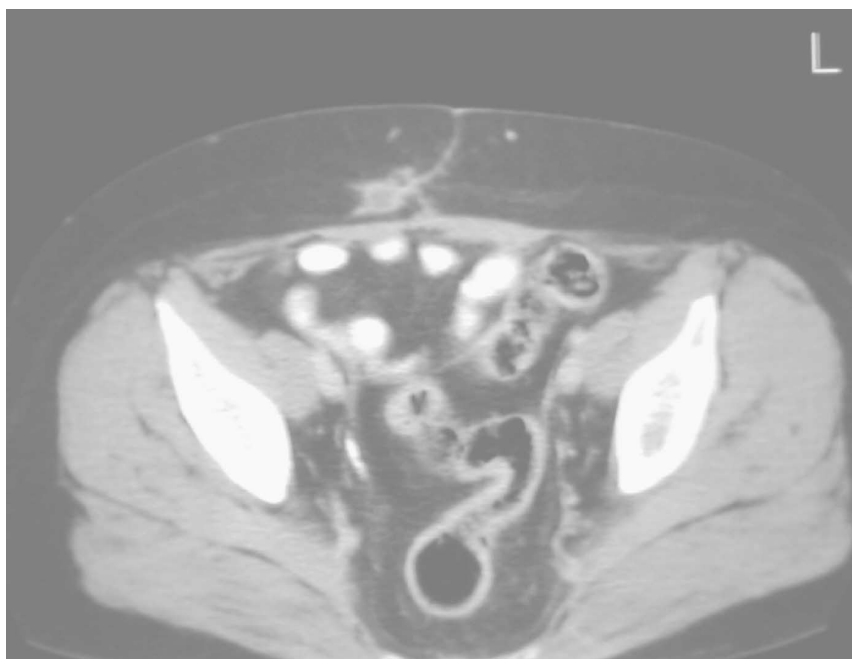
TC con nódulo metastásico de CE en cicatriz de LPT<sup>144</sup>.
